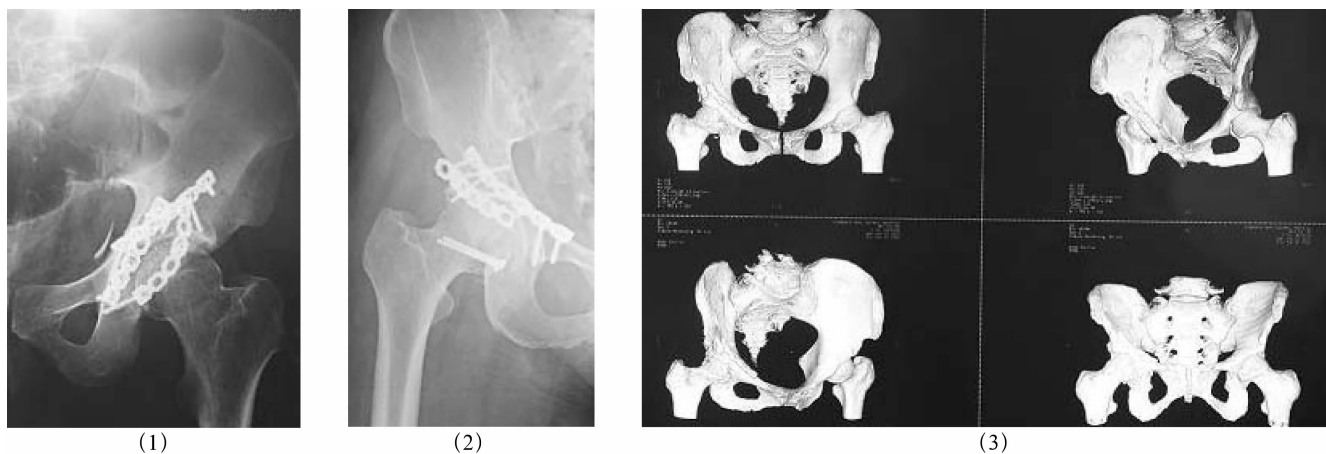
复杂髋臼骨折术后 X 线及 CT 三维重建片
